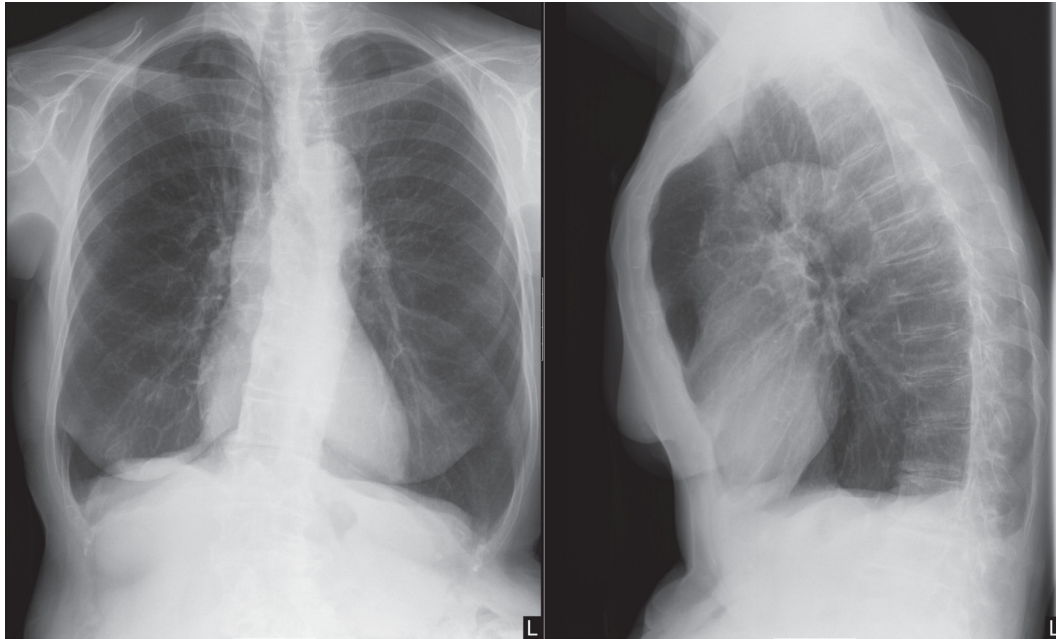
Lungenemphysem im konventionellen Röntgen (Quelle: institutseigene Daten)
